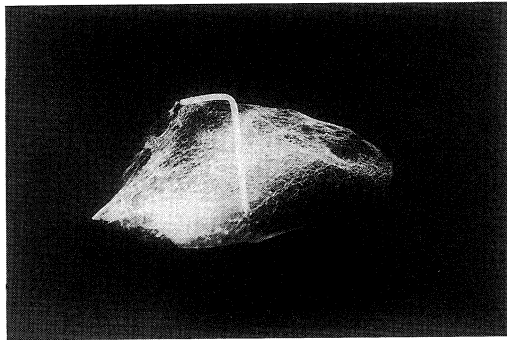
Soft X-ray findings of fresh autograft in eight weeks after operation
